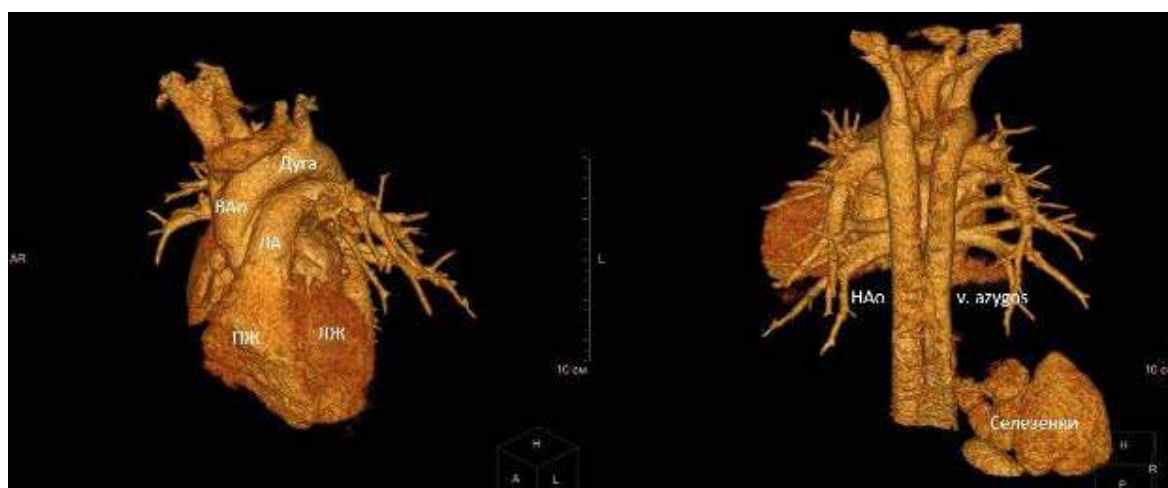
3D-реконструкция компьютерной томограммы органов грудной полости с контрастным усилением.
